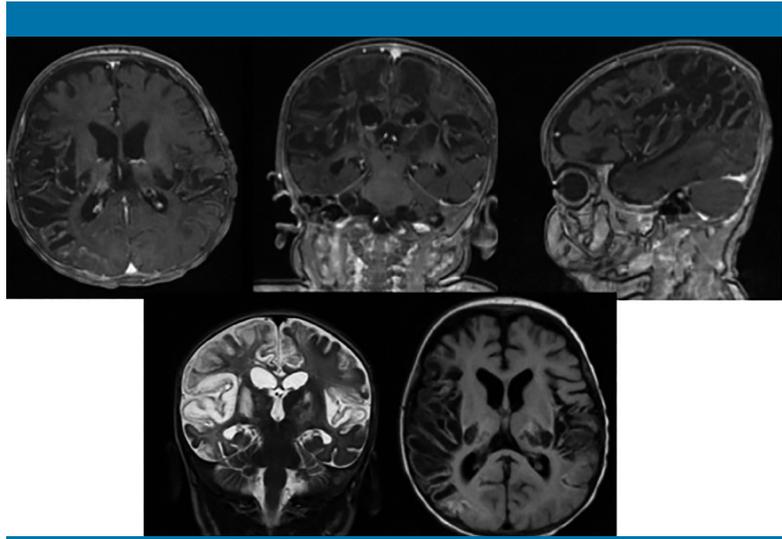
Resonancia magnética realizada a los 24 días del ingreso
